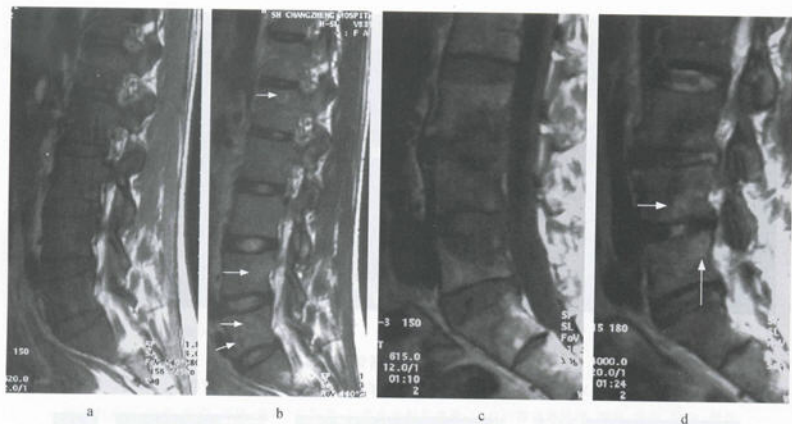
脊柱良、恶性病变的 MRI 征象
